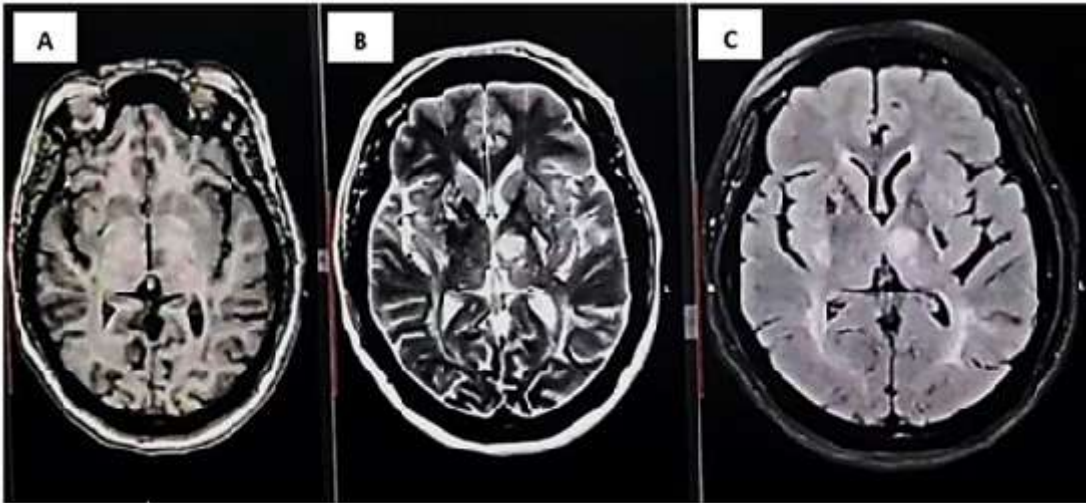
Resonancia magnética cerebral con contraste. A: secuencia T1 B: secuencia T2. C: secuencia FLAIR. En las 3 secuencias se evidencia lesión hiperintensa en lóbulo caudado izquierdo.
